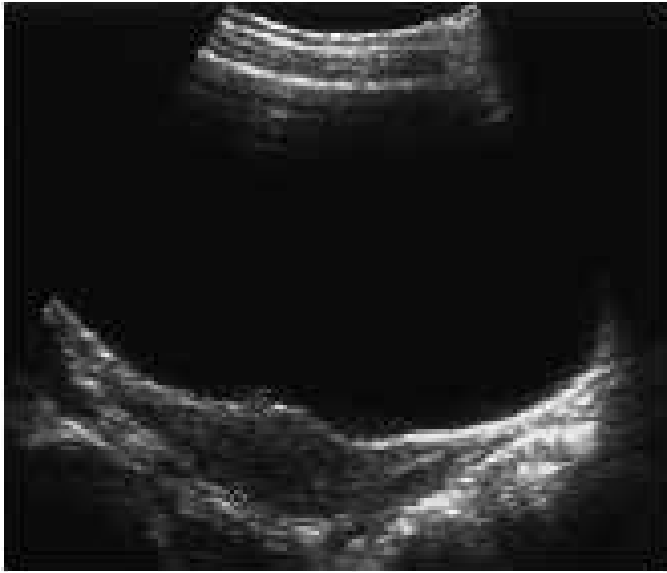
Ultrassonografia longitudinal do útero em uma criança de 8 anos de idade. Útero com o fundo mais espesso em relação ao colo (formato piriforme) (Fonte: GAREL et al, 2001).
